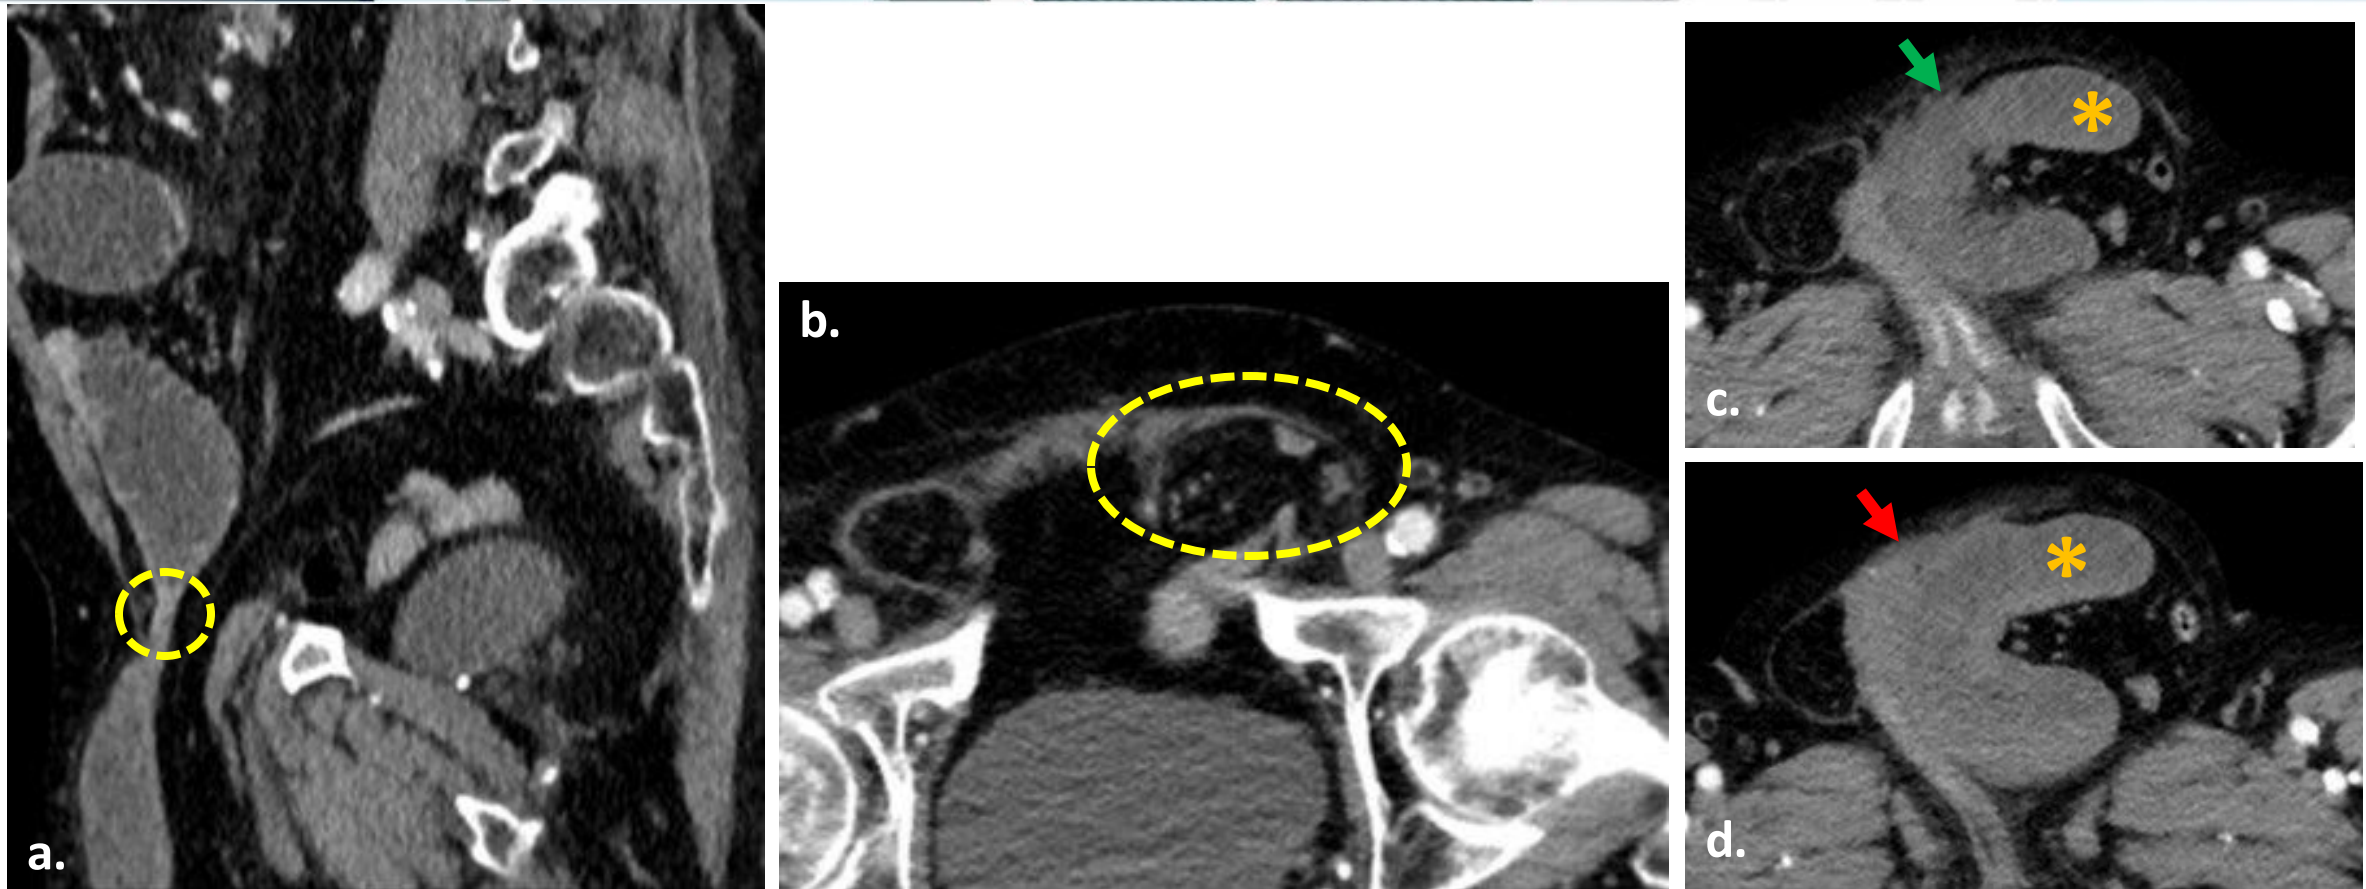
TC sagital (a) y axial (b) (c) y (d) con CIV. Hernia inguinal izquierda complicada (círculo amarillo) con signos de estrangulación. Obstrucción mecánica de intestino delgado identificando en el saco herniario un asa intestinal (íleon) dilatada (asterisco naranja) con engrosamiento mural e hiperrealce (flecha roja), asocia cambios inflamatorios edematosos en la grasa circundante (flecha verde).
